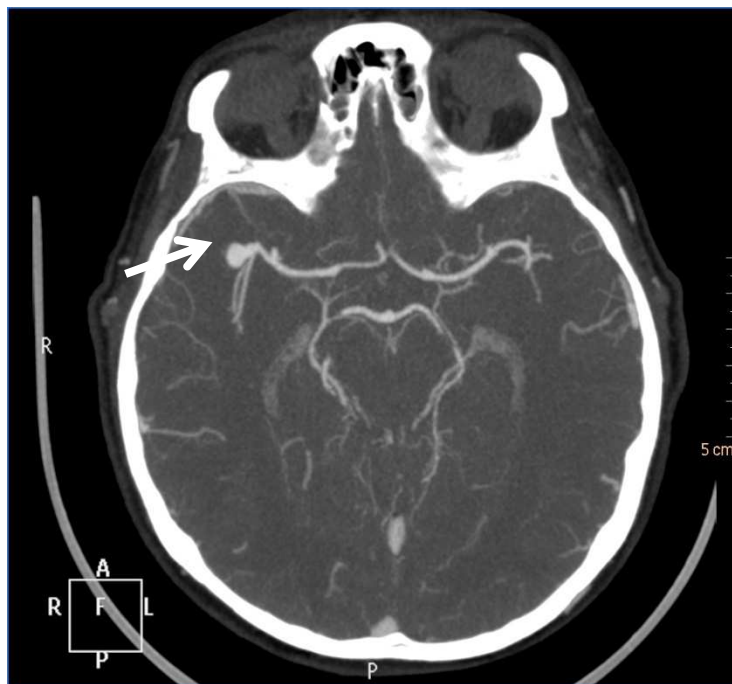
Axiale Schichtung einer CT-Angiographie mit Nachweis eines MCA-Aneurysmas rechts (weißer Pfeil) bei einer Patientin mit frischer Subarachnoidalblutung (Radiologische Klinik, Univ.-Prof. Dr. med. H. H. Schild, Universitätsklinikum Bonn)
